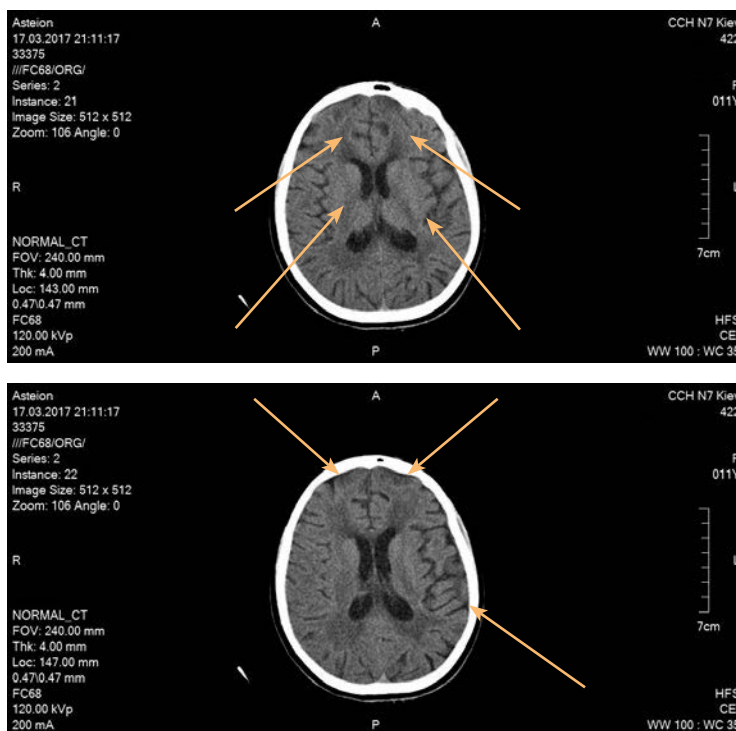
Комп'ютерна томограма дитини
